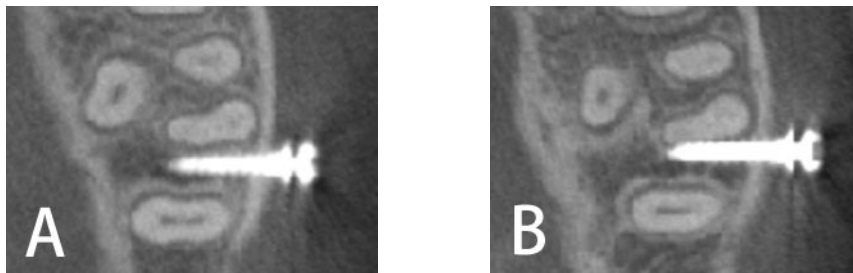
CBCT cross-sectional images of root contact corresponding to the long axes of the anchor screws: A, no root contact; B, no radiolucency between the screw and the root surface indicates root contact.
